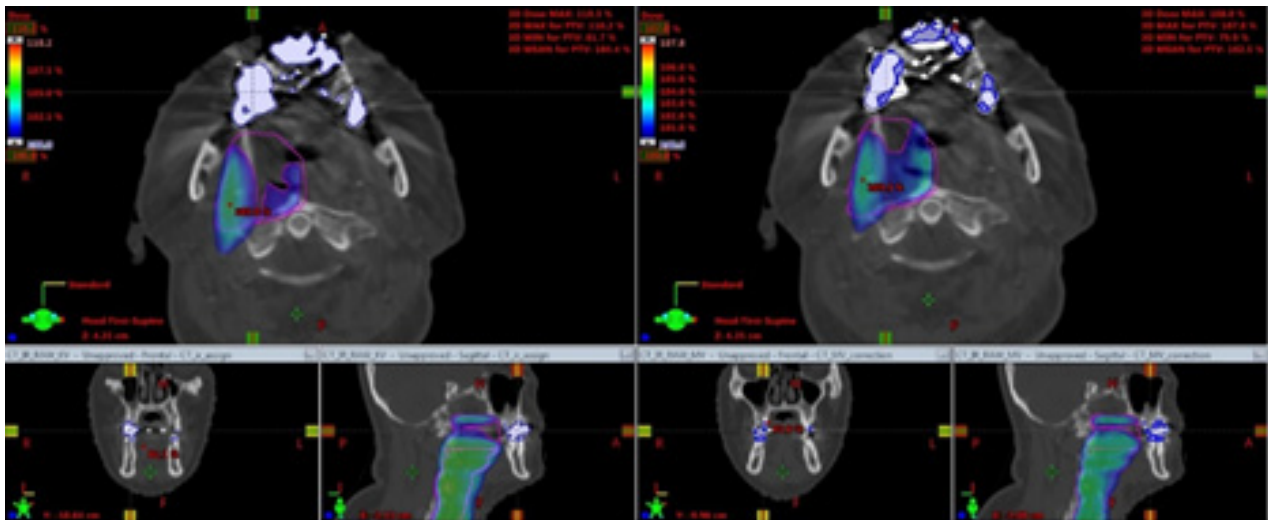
Image showing Target Coverage differences between A-CT and C-CT imaging
